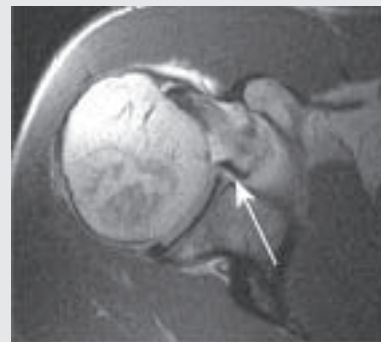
T1-weighted image of shoulder joint in transverse plane, direct arthrography. Normal distribution of contrast medium is shown by arrow.
